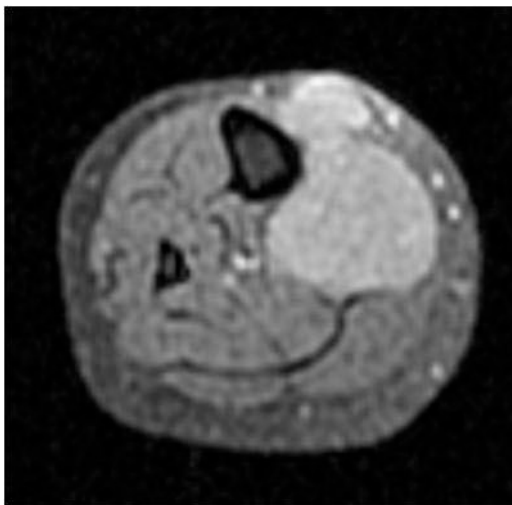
IRM de la jambe,coupe axiale pondérée T1
